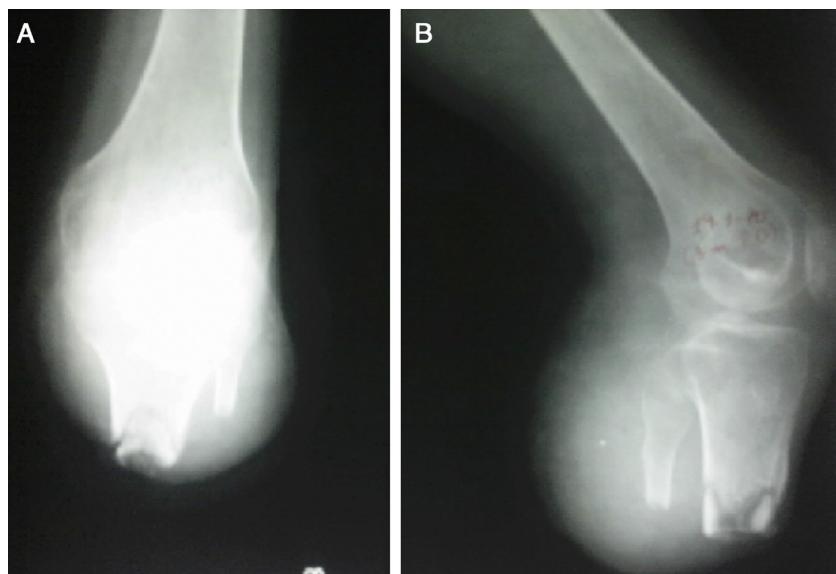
Radiografia em anteroposterior (A) e em perfil (B) do coto de amputação que evidencia lesão osteolítica na tíbia amputada.
